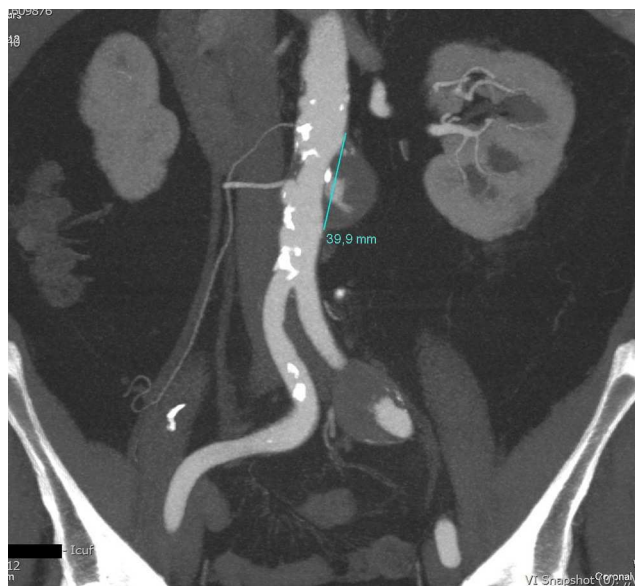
Angio-TC pré-operatória demonstrando os aneurismas aórtico e ilíaco.
